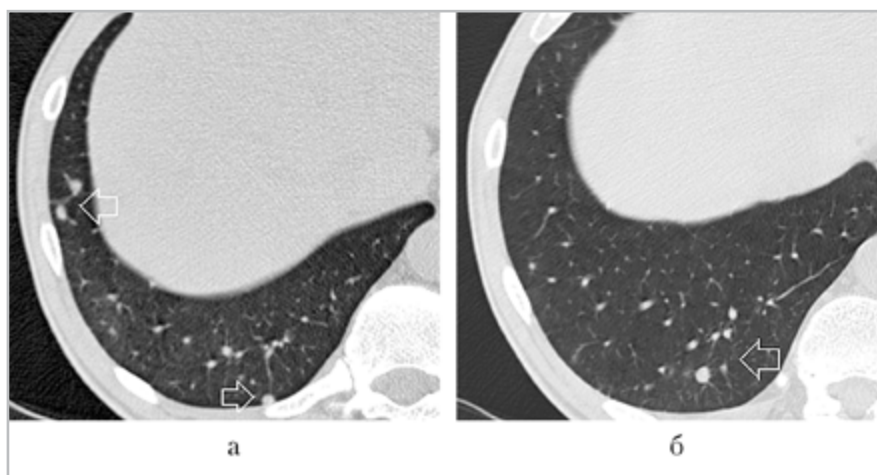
Фрагменты компьютерных томограмм органов грудной полости, «легочное» окно (а, б): в наддиафрагмальных отделах нижней доли правого легкого очаговые участки консолидации с четкими ровными контурами (стрелки)
